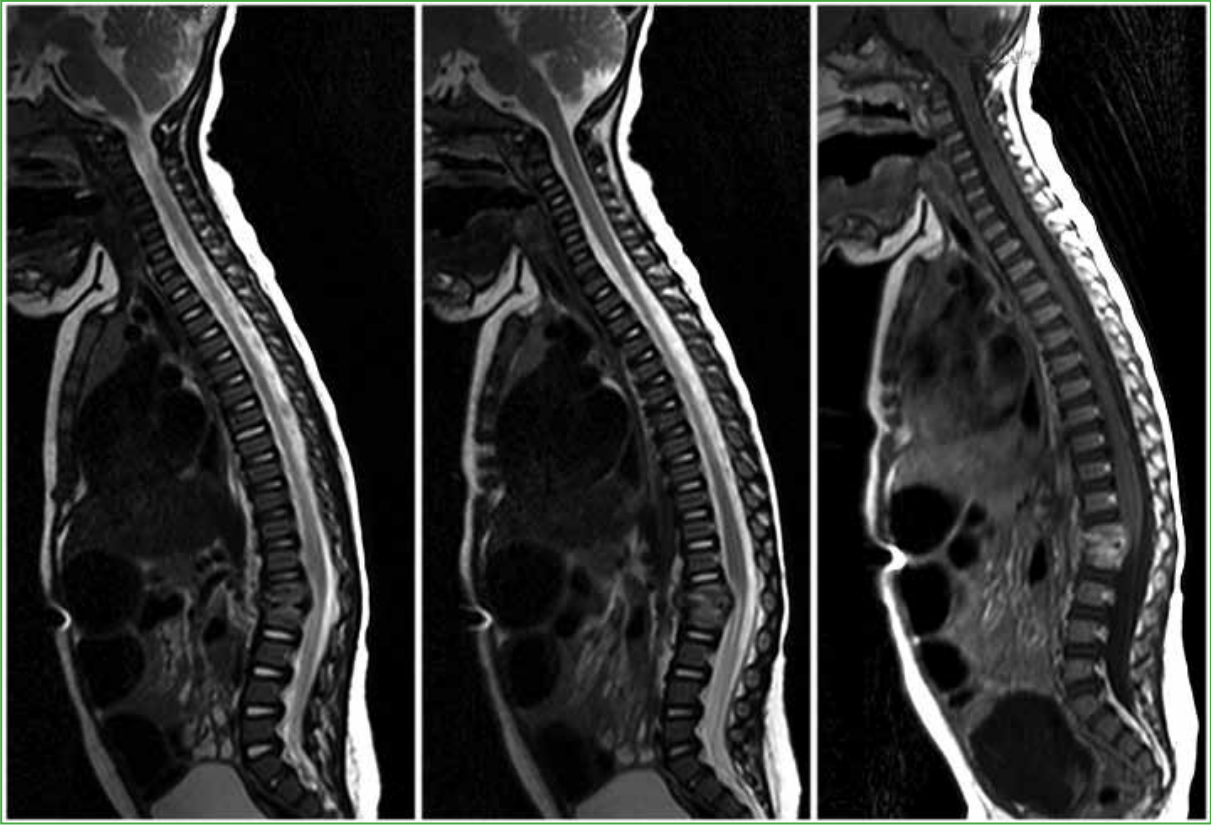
Resonancia magnética de columna vertebral. El disco intervertebral L1-L2 muestra una disminución de la señal T2 y una altura reducida. Tras la inyección de gadolinio, se observa un intenso realce de los cuerpos vertebrales mencionados, con pequeñas colecciones inflamatorias paravertebrales anterolaterales de hasta 6 mm de espesor máximo.
